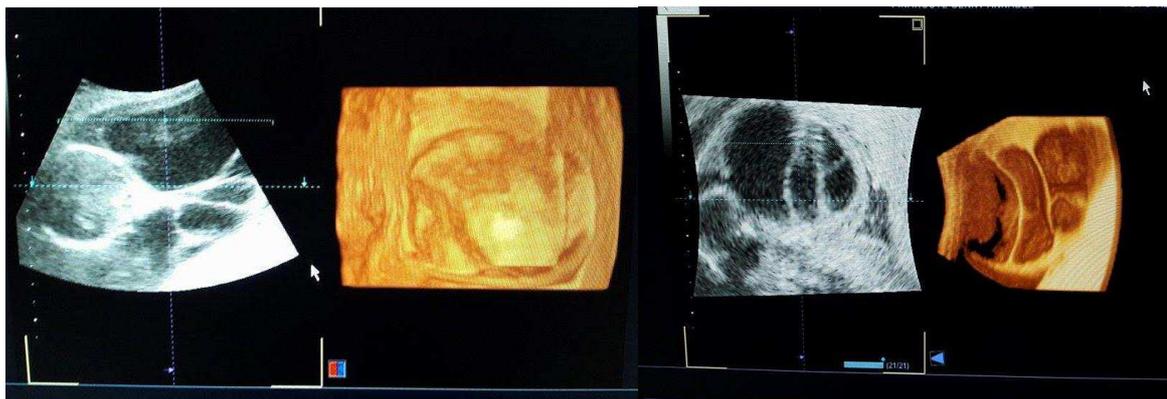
Imagen de contenido quístico multitabizada ecografía 2D Y 4D.
